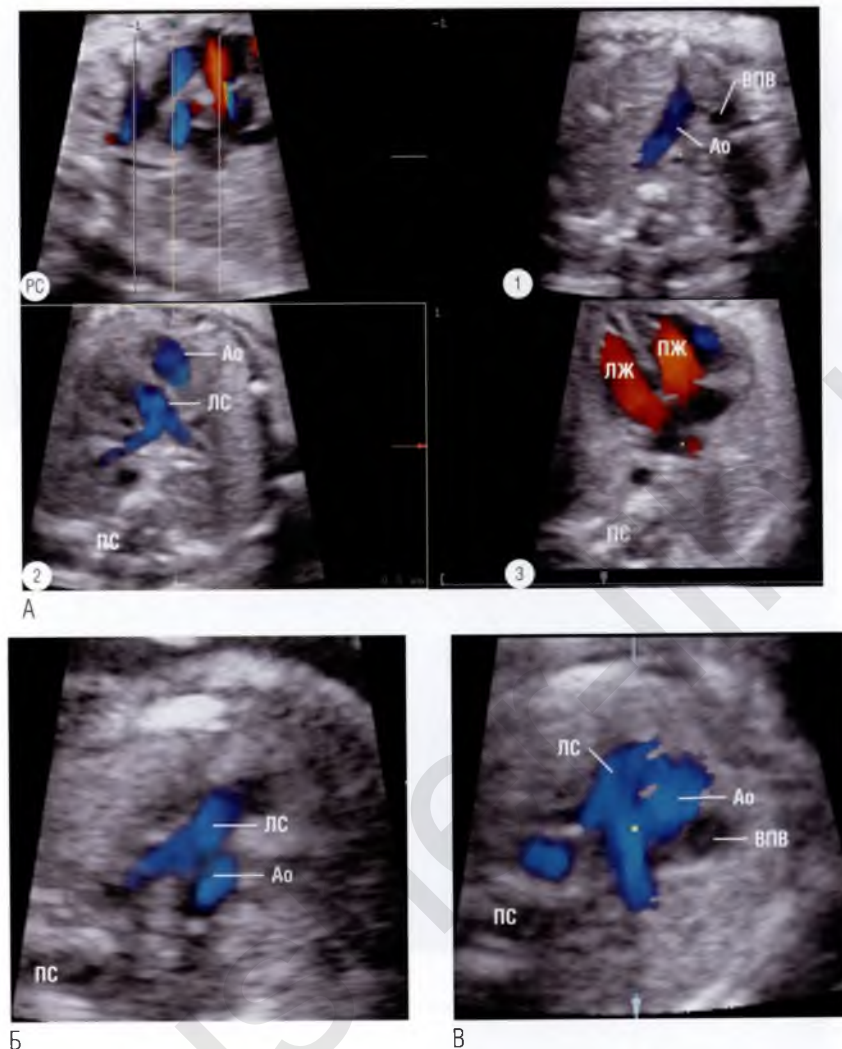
(А) Серия из трех параллельных томографических ультразвуковых срезов из заданного «сердечного объема». На срезе в четырехкамерной позиции ① ничего необычного не обнаружено. Первый магистральный сосуд, который видит исследователь выше среза в четырехкамерной позиции, рано делится на ветви. Это легочный ствол (ЛС). Аорта (Ао) располагается кпереди ②. Данный срез через три сосуда не соответствует норме, потому что аорта расположена значительно кпереди от легочного ствола (сравните с нормальным срезом через три сосуда на рис. 3.2). Ход аорты был прослежен на всем ее протяжении ③. Обнаружено ее отхождение от расположенного спереди правого желудочка (ПЖ), что характерно для транспозиции магистральных сосудов. (Б) Нормальный срез через три сосуда. Обратите внимание, насколько легочный ствол смещен кпереди относительно аорты, расположенной в центре грудной клетки. (В) Транспозиция магистральных сосудов, которую диагностировали по аорте, расположенной незначительно кпереди от легочного ствола. В этом случае поставить диагноз было сложно. Оказались полезными внимательный анализ среза через три сосуда и выявление отличий от нормы. ВПВ — верхняя полая вена; ЛЖ — левый желудочек; ПС — позвоночный столб; РС — референсный срез.
